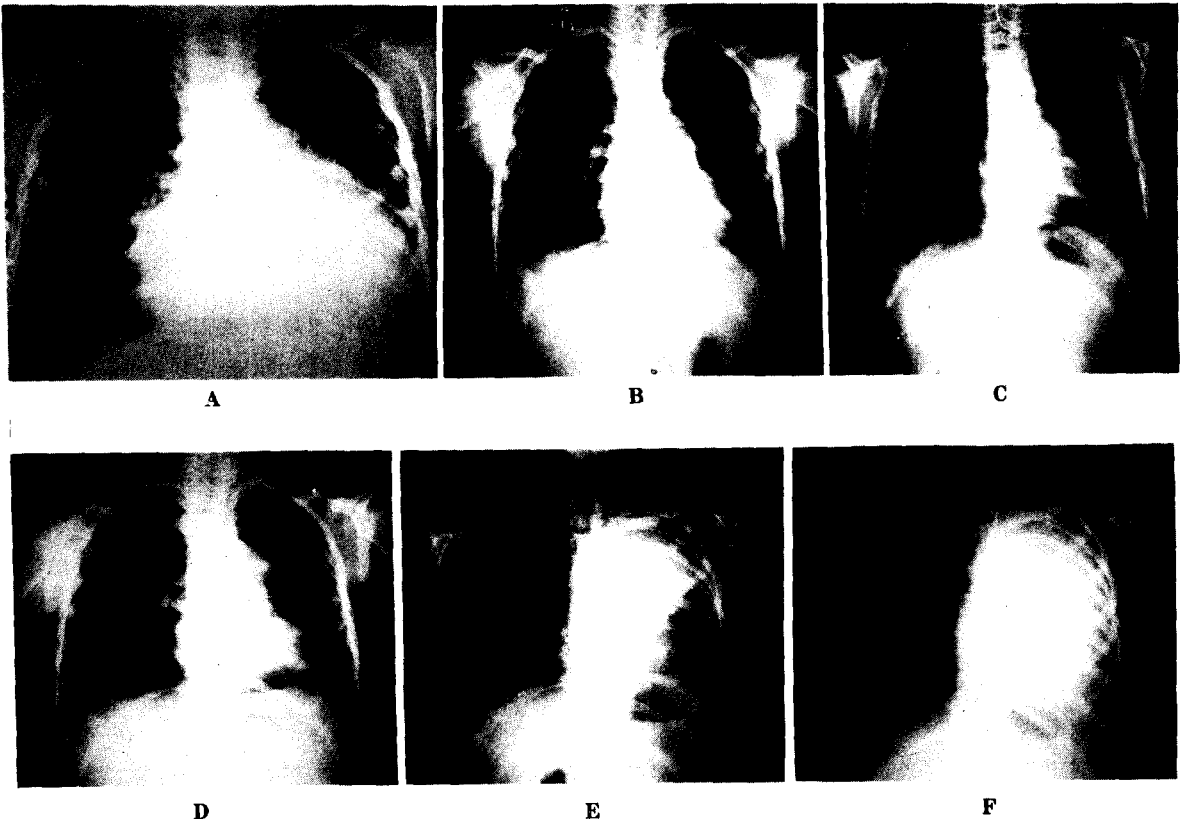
Chest roentgenogram shows hospital course in patient I.
